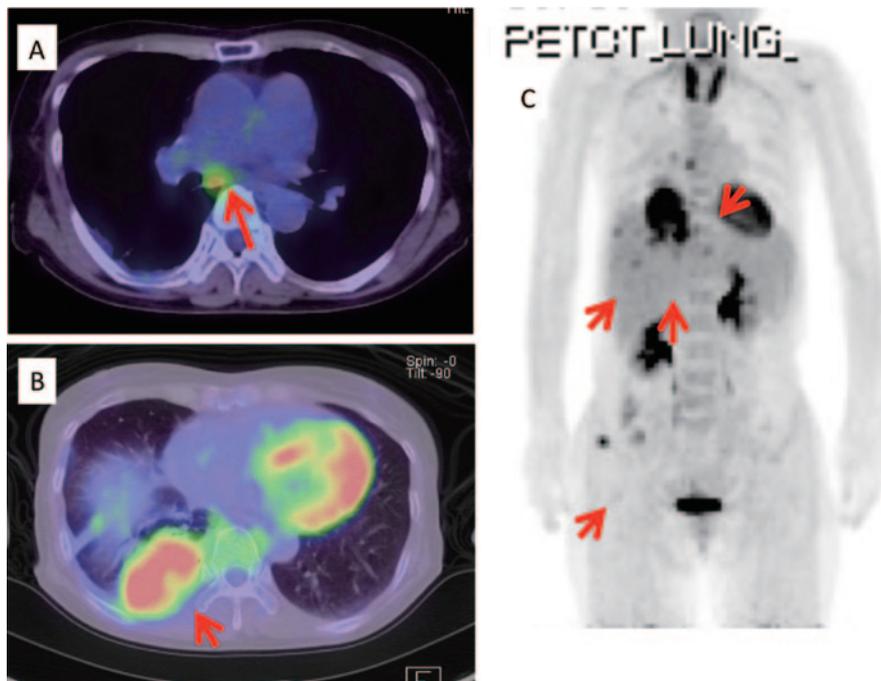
Positron emission tomography-computed tomography findings. (A) PET-CT shows high uptake for the nodule in the right S<sup>10</sup> (arrow) and (B) the enlarged subcarinal lymph node (arrow). (C) PET shows high uptake on a nodule in right S<sup>10</sup>, subcarinal lymph node, right rib and pelvis (arrows).
